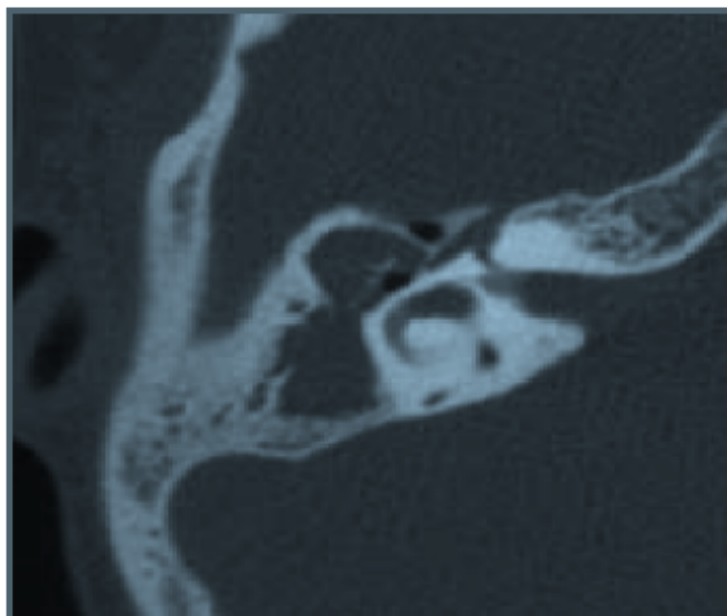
Coupe TDM axiale objectivant un comblement attico-antral par une masse tissulaire englobant la chaîne ossiculaire ; une ostéolyse subtotale de la tête du marteau et du corps de l'enclume (Iconographie service ORL Pr Alami).
